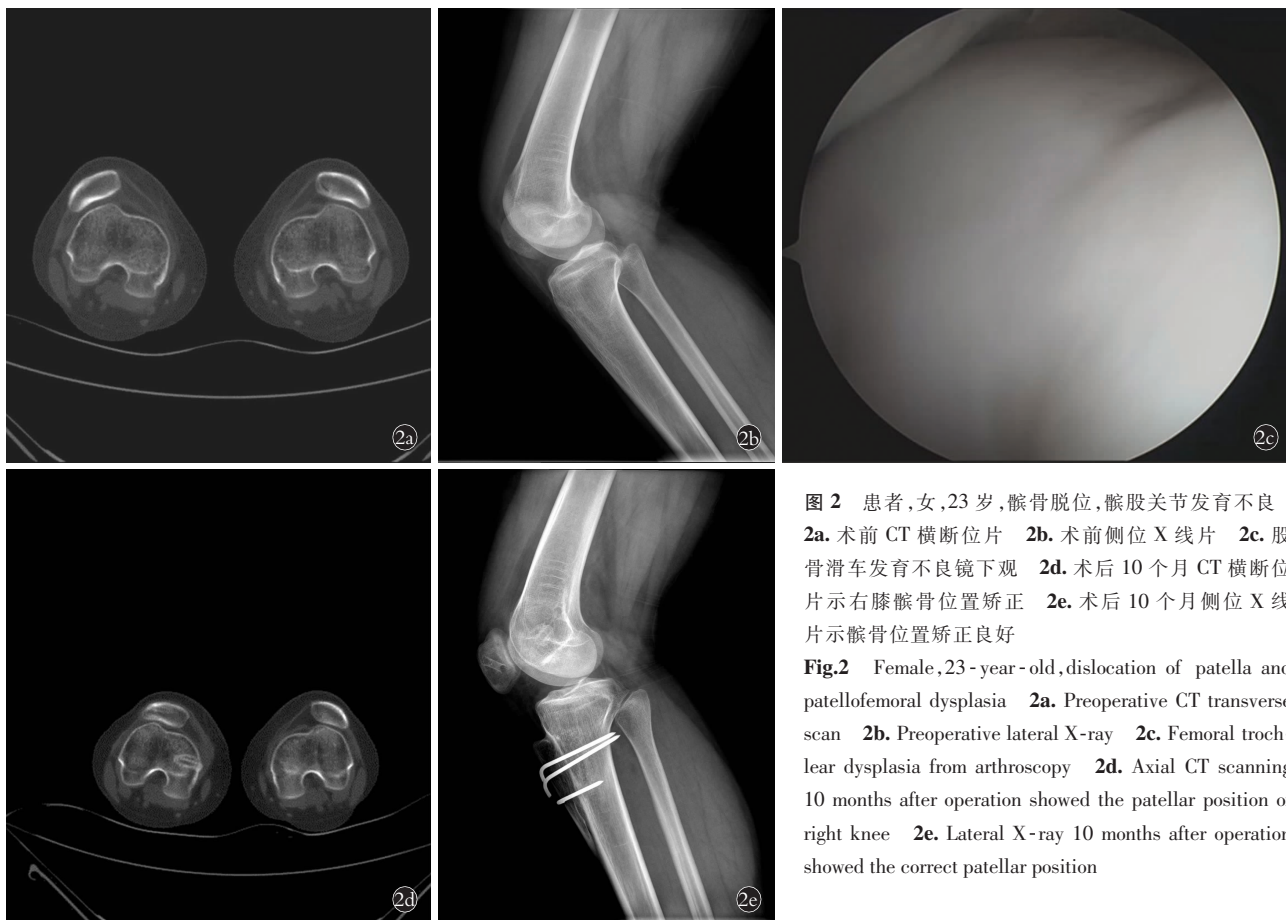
患者,女,23 岁,髌骨脱位,髌股关节发育不良 2a. 术前 CT 横断位片 2b. 术前侧位 X 线片 2c. 股骨滑车发育不良镜下观 2d. 术后 10 个月 CT 横断位片示右膝髌骨位置矫正 2e. 术后 10 个月侧位 X 线片示髌骨位置矫正良好
